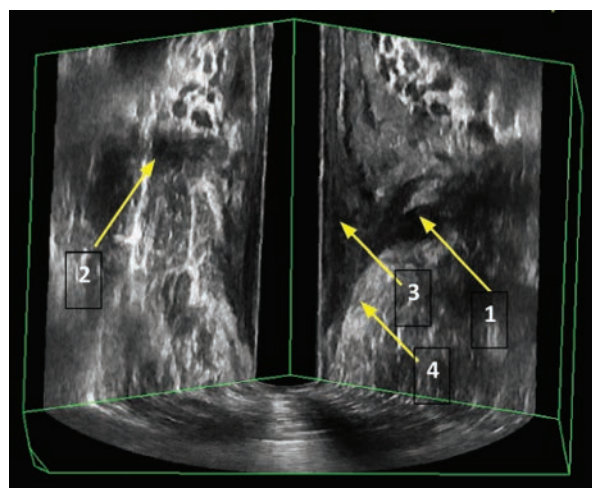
3D ЭРУЗИ, косое коронарное сечение. 1 — правая ножка *m. levator ani*, 2 — бесформенные рубцовые изменения в зоне *m. levator ani*, 3 — внутренний сфинктер, 4 — глубокая порция наружного сфинктера
